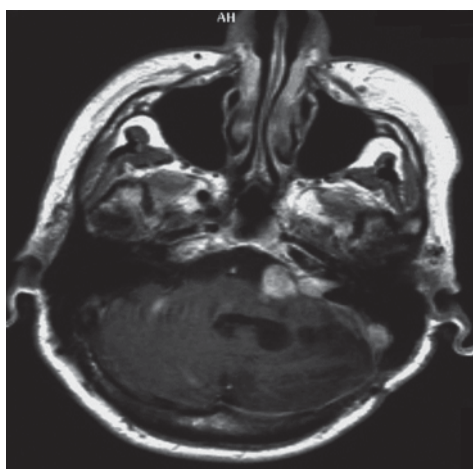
МРТ головного мозга после первой операции и перед ЛТ: остаток опухоли в оральных отделах ММУ
